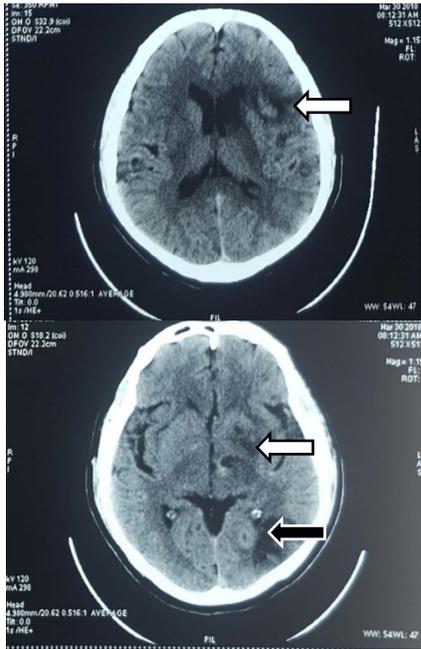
En la TC simple a nivel de hemisferio cerebral izquierdo se observan múltiples lesiones hipodensas en ganglios basales que involucran núcleo caudado, lenticular y brazo anterior de la cápsula interna que comprime levemente el asta anterior del ventrículo lateral sin desplazar la línea media (flechas color claro) y otros tres en región izquierda frontal, frontal posterior, parietal y occipital (flecha oscura).
